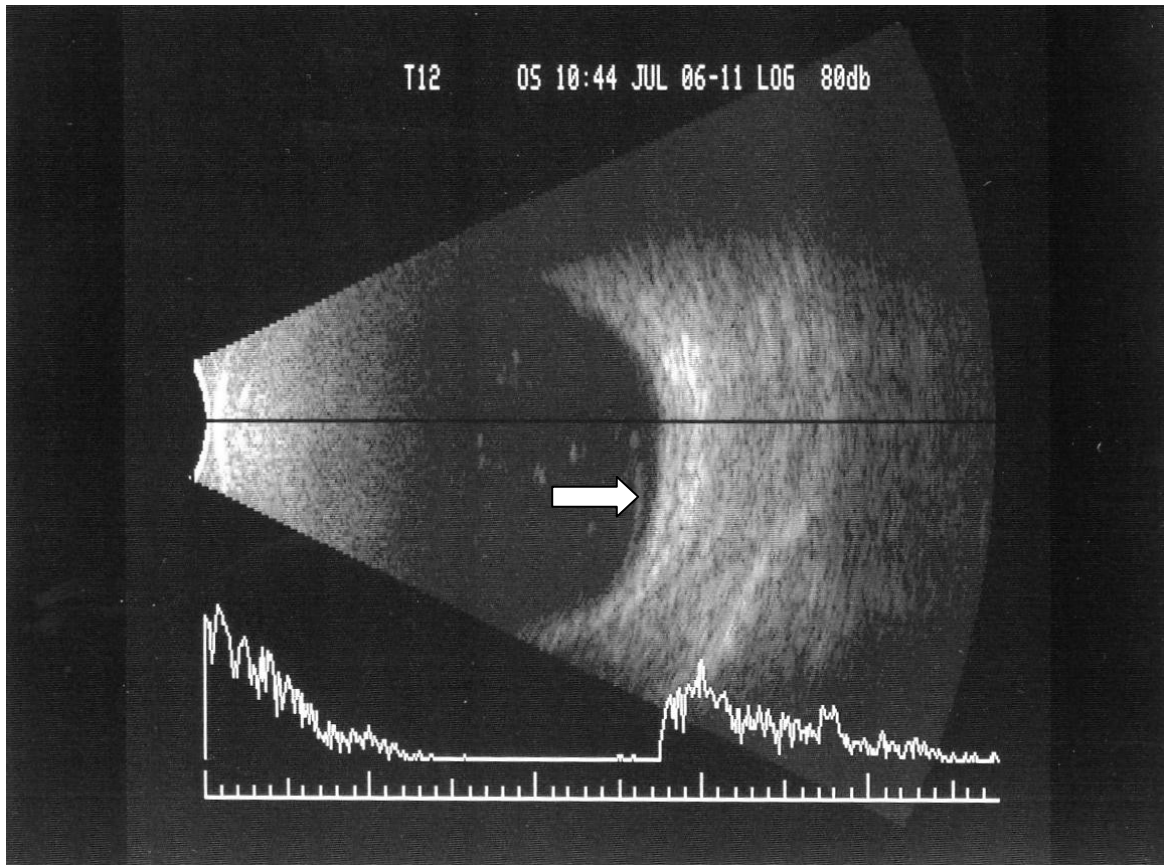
Sonographie des linken Bulbus in transversaler Schallkopforientierung. Der partiell abgehobene Glaskörper ist durch die Markierung dargestellt (weißer Pfeil).
